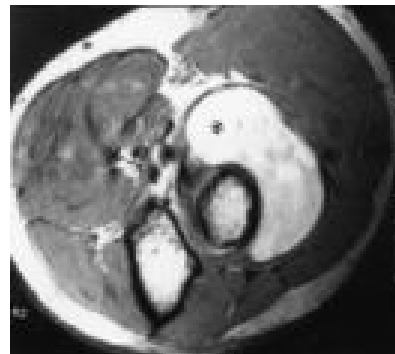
Imagen de Resonancia Magnética³⁰
